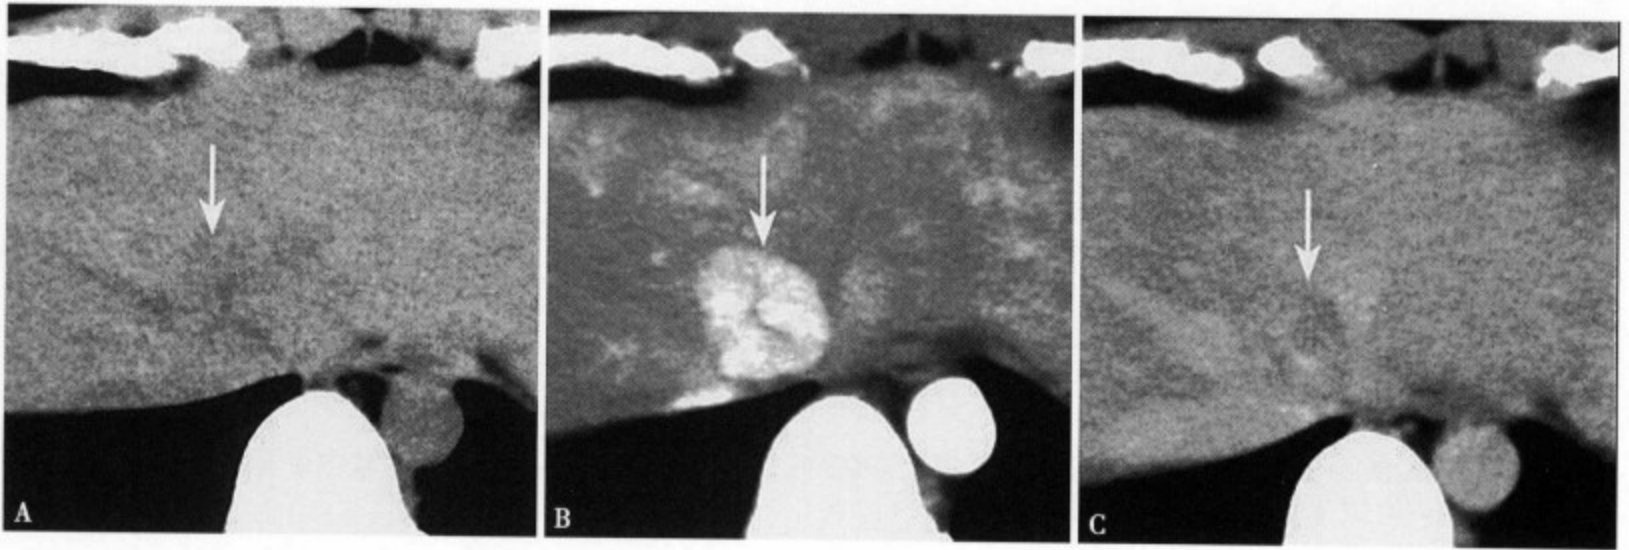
CT 平扫 (A) 病灶呈稍低密度，边缘不清，中心瘢痕表现为索状低密度影；增强 CT 动脉期 (B) 病变明显强化，边缘清楚，中心瘢痕无强化；平衡期 (C) 病灶强化不明显，呈稍低密度，而中心的瘢痕延迟强化呈高密度
